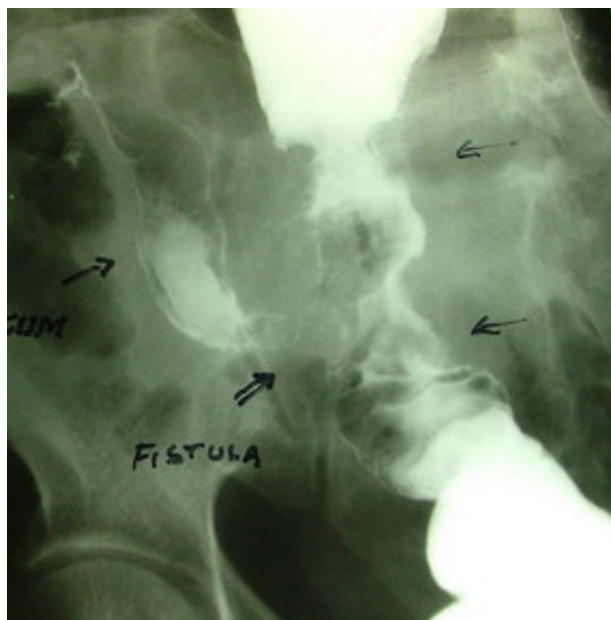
Рентгенологическое исследование кишечника с барием.
